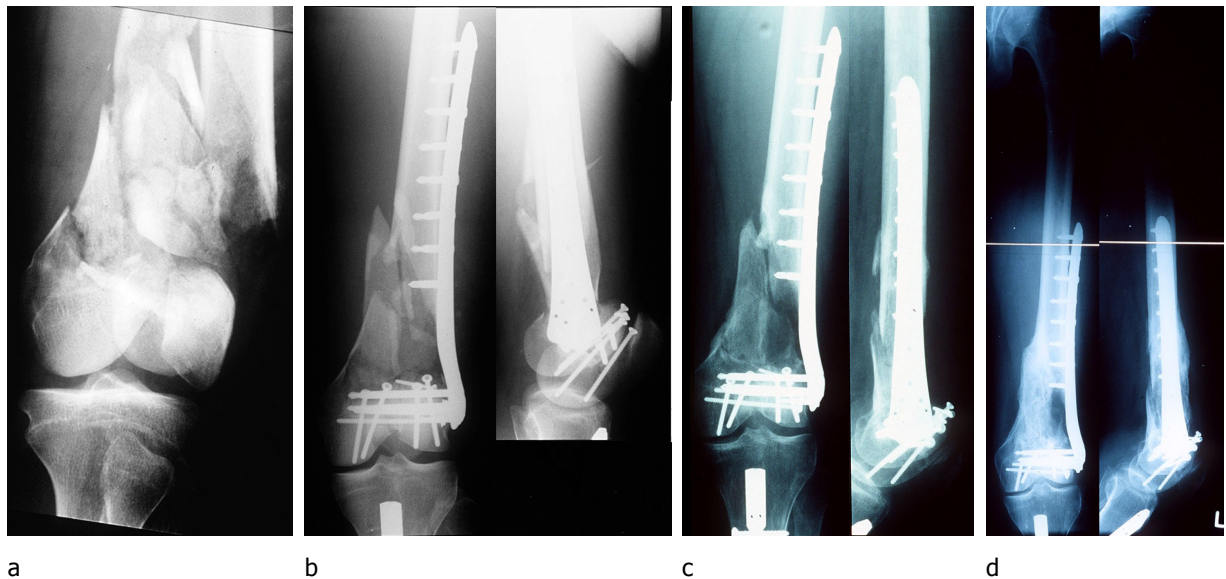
Bild (a) zeigt die Unfallbilder, (b) die postoperativen Bilder. Die Röntgenaufnahmen (c) sind 6 Monate postoperativ angefertigt worden, bevor die Patientin mit einer sekundären Spongiosaplastik therapiert wurde. Bild (d) wurde nach 22 Monaten aufgenommen.
